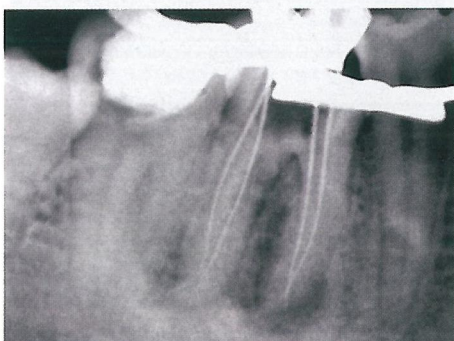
Radiografia de odontometria com os 4 canais localizados
